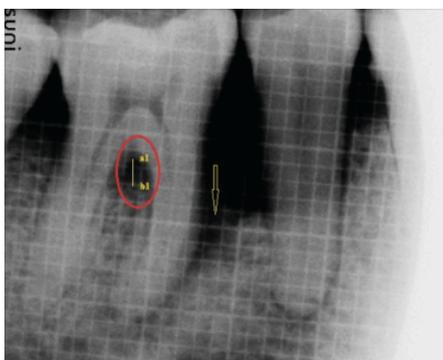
Radiografia pós-operatória de 4 meses mostrando defeito de furca de redução com ~ 1,5 mm de dimensão vertical (a1 e b1)
